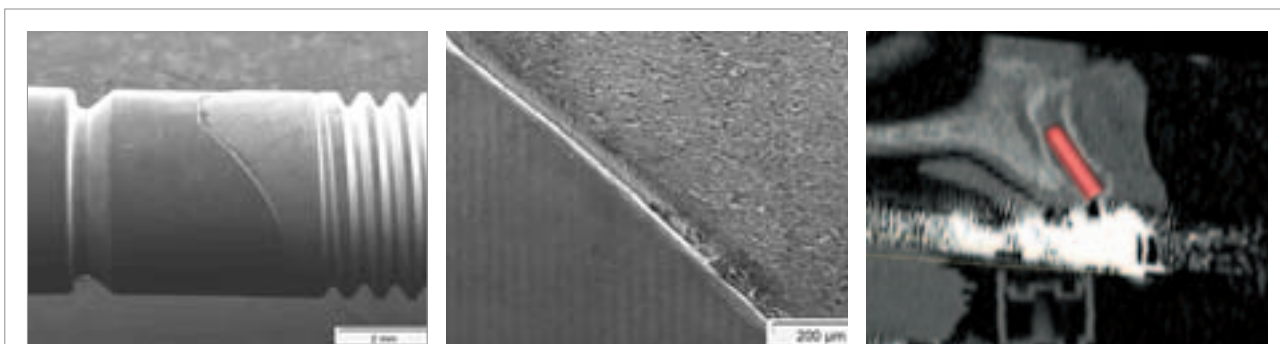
Die rasterelektronische Aufnahme verdeutlicht den Aufpresseffekt des Abutments auf die Dachform des Implantatkörpers, der in seiner ganzen Breite als externer Verdrehungsschutz wirkt. – Abb. 3: Die kritische Zone – das Plateau der Dachform – weist rasterelektronenmikroskopisch nur einen minimalen Spalt auf. – Abb. 4: Die gelbe Linie verdeutlicht die vorhandene Kauenebene. Anhand der CT-Navigationsplanung zeigt sich der extreme Insertionswinkel des Implantates Regio 11.
